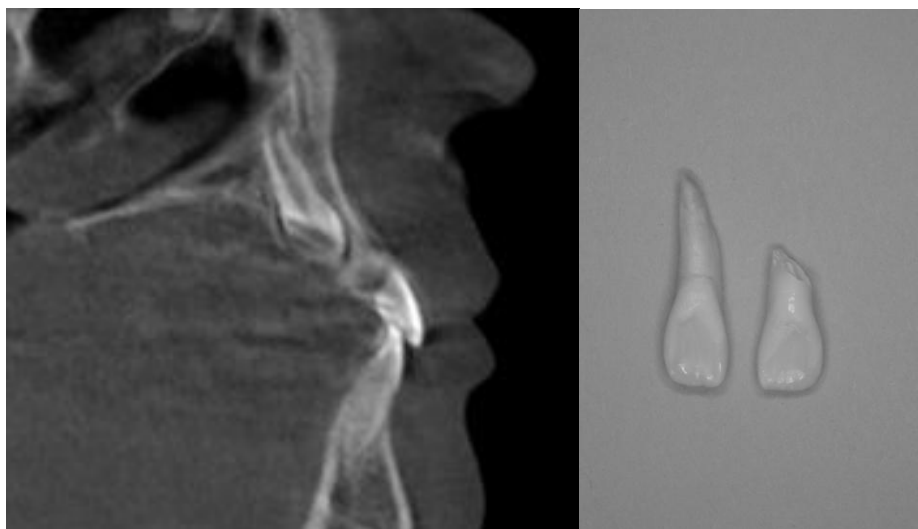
Využití CBCT v endodoncii (39)
